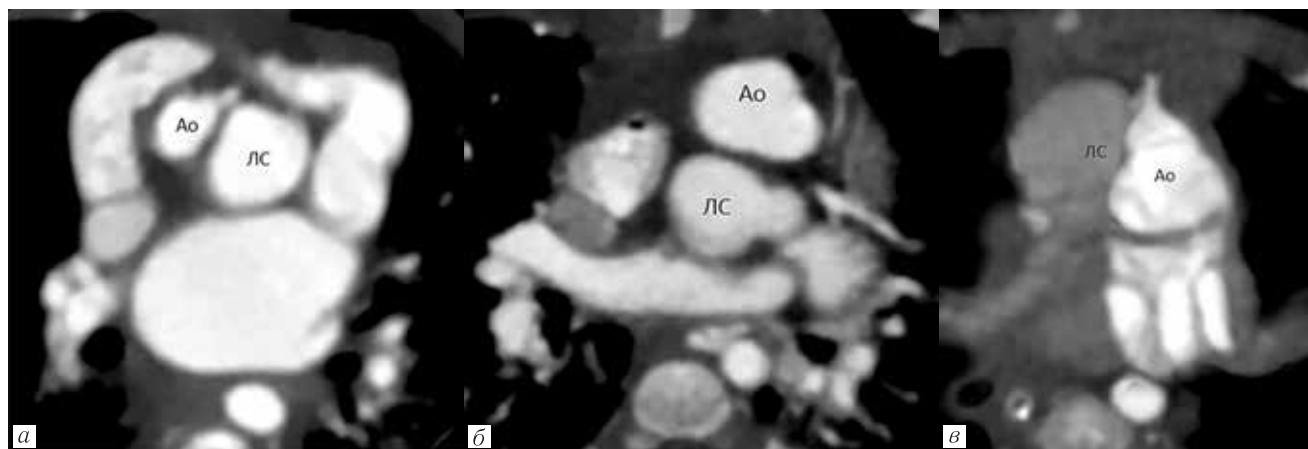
Варианты взаиморасположения аорты и легочного ствола у пациентов с транспозицией магистральных артерий. КТ сердца с внутривенным контрастным усилением в условиях медикаментозной седации. Артериальная фаза, аксиальная плоскость: *а* — D-TMA — расположение аорты справа и кпереди от легочного ствола; *б* — O-TMA — расположение аорты кпереди от легочного ствола; *в* — L-TMA — расположение аорты слева от легочного ствола («бок о бок»)
